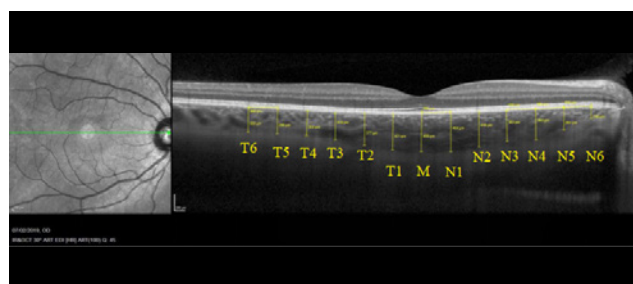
Subfoveal CT (M) was obtained measuring manually the perpendicular distance between the posterior limit of the retinal pigment epithelium (RPE) and the choroid-scleral junction just below the fovea. Twelve further CT measurements were performed every 500 μ m; six temporal (T1-T6) and six nasal (N1-N6) to the fovea.
